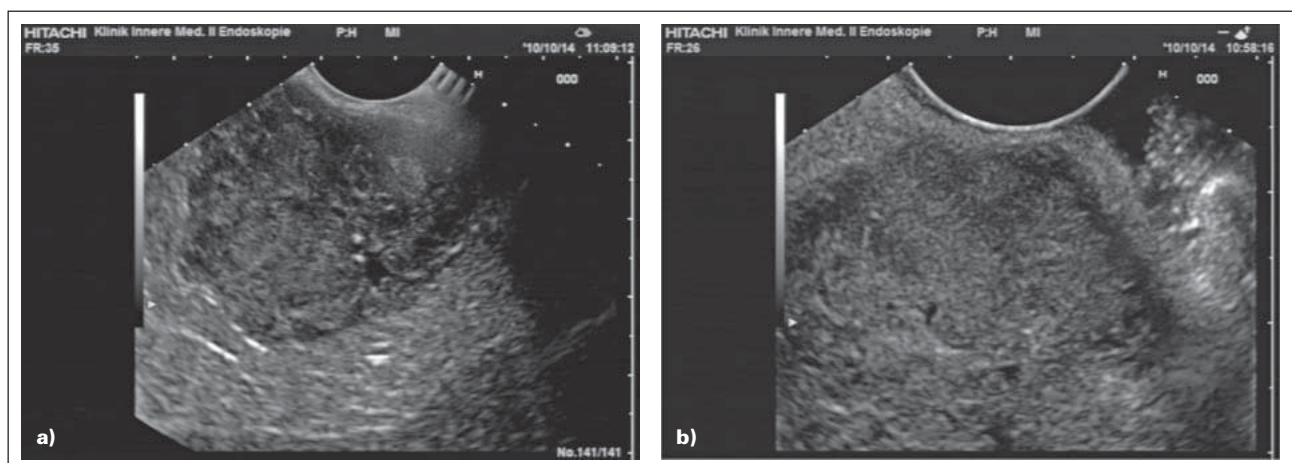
(a) Zirkulärer, echoarmer, zirkulärer Tumor des Magens; (b) M.-propria-Kommunikation (Endosonographie).
